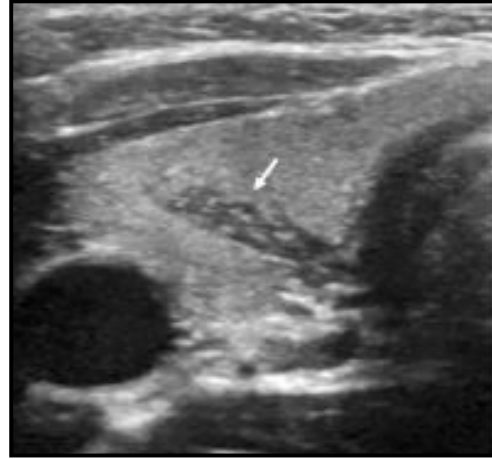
Intrathyroidal ectopic thymus of a 5-year-old girl. a) Transverse sonogram shows a well-defined, solid, hypoechoic, and fusiform-shaped lesion (arrow) with multiple punctate echoes located in the inferior and posterior part of the right lobe of thyroid.
